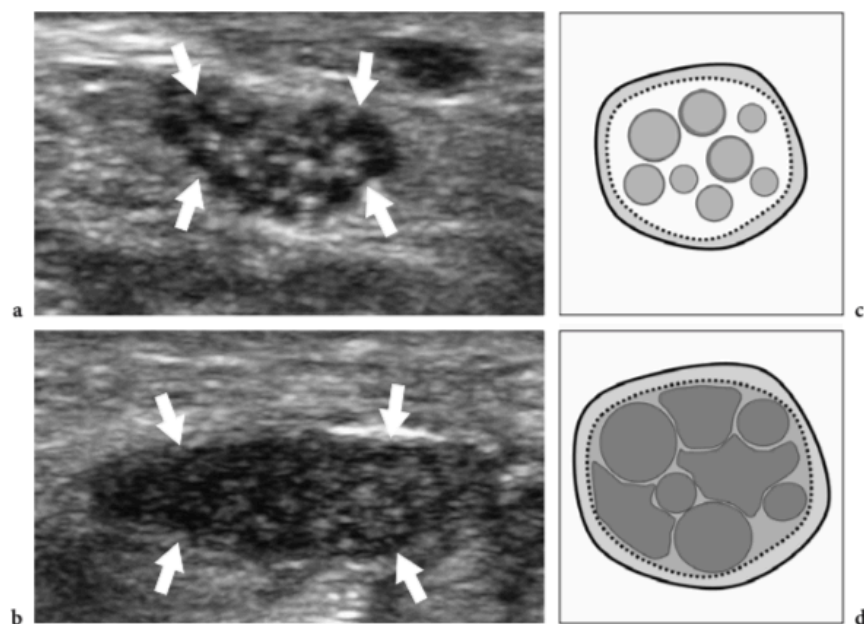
Images par ultrasonographie dans le plan transverse chez un individu atteint du STC obtenu a, en proximal du site de compression au niveau du radius et b, en proximal du tunnel carpien. Notez les différences perceptibles de la géométrie, de la composition et de l'organisation du nerf médian. Représentations correspondantes du nerf médian présentée en c et d. Tiré de Bianchi et Martinoli (2007, p. 106)
